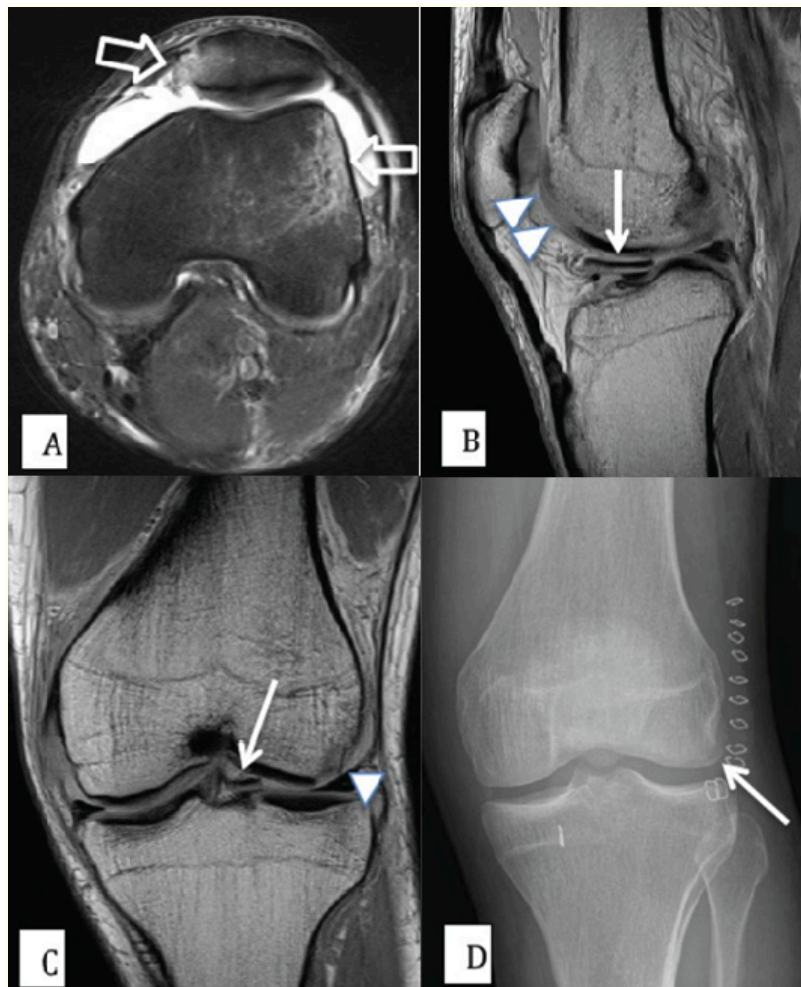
Paciente masculino de 27 años con dolor de rodilla tras una lesión aguda de valgo rotacional. A) Imagen de RM axial DP FAT SAT, que muestra edema en la cara externa del cóndilo femoral lateral y en la cara inferomedial de la rótula, lo que indica una luxación rotuliana lateral transitoria reciente (flechas abiertas). B) y C) Imágenes de RM sagitales y coronales con DP que muestran un fragmento de fractura osteocondral desplazado y migrado medialmente (flechas). La zona donante del cóndilo femoral lateral también se muestra claramente (puntas de flecha). D) Radiografía AP posquirúrgica de la rodilla, que muestra que el fragmento osteocondral se ha reducido quirúrgicamente y fijado en una posición anatómica (flecha). Tomado de: *Acute Osteochondral Fractures in the Lower Extremities - Approach to Identification and Treatment*. *Open Orthop J.* 2015 Sep 30;9:463-74.
